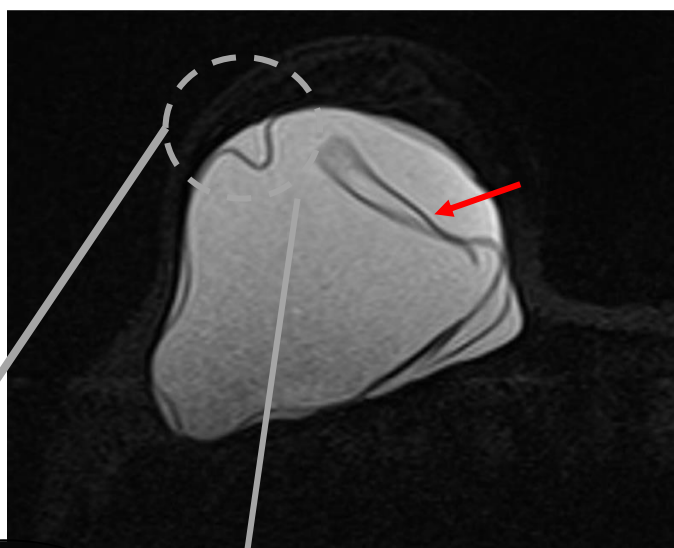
a) Ecografía y b) RM mamaria. Secuencia Silicona Only en misma paciente con signos de ruptura intracapsular: Signo de la cerradura (figura ampliada) y Signo de Linguini (flecha roja) en el implante derecho.
